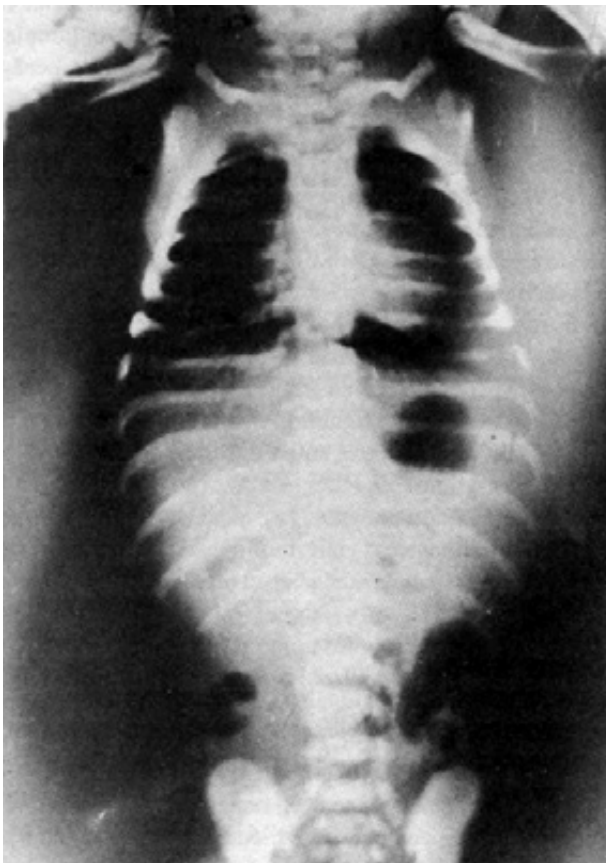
Radiografía toracoabdominal de pie donde se observa neumoperitoneo (aire libre subdiafragmático).
